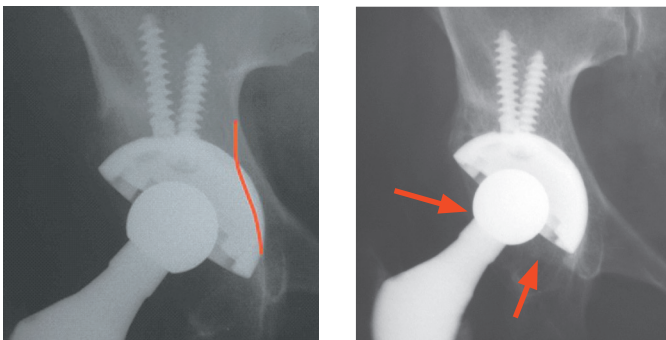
Radiografía post operatorias inmediatas. Cadera displásica Crowe II.
